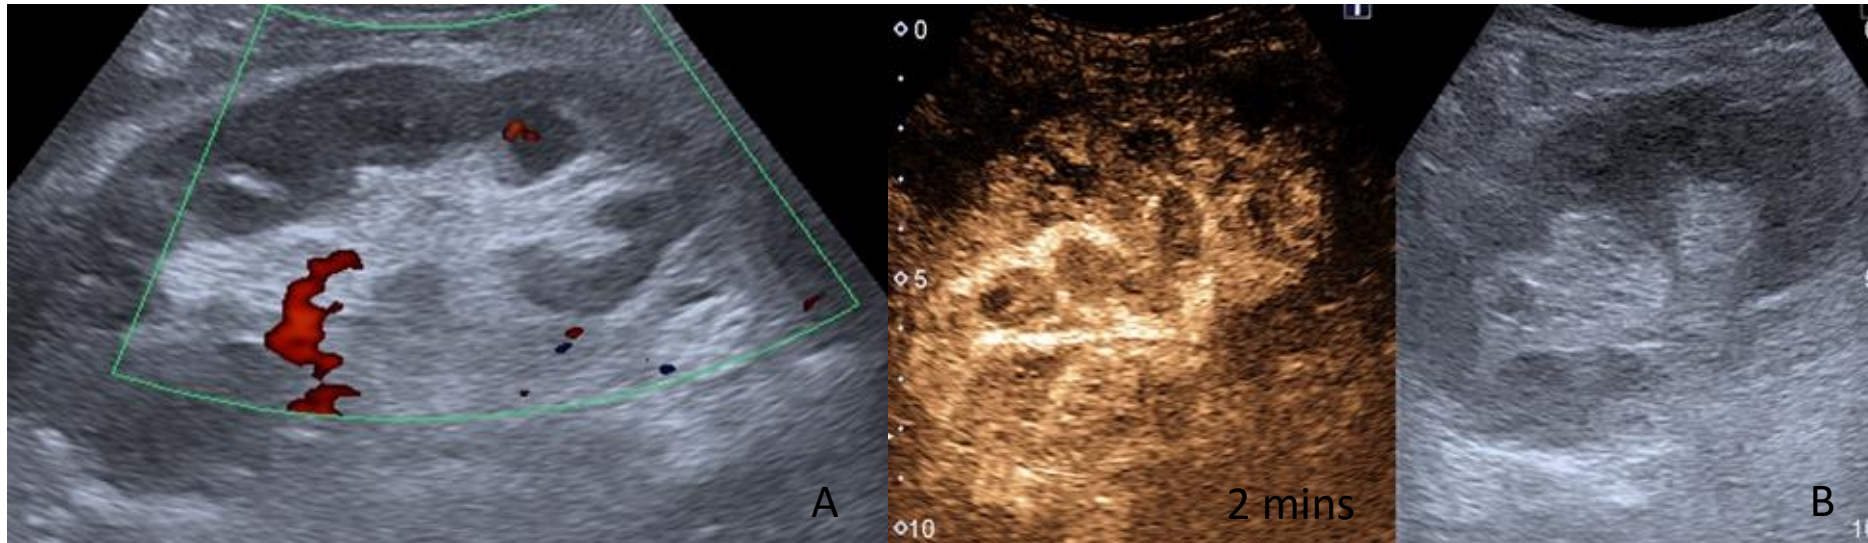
Hombre de 73 años con un trasplante renal. A. Ecografía doppler a los 3 días del trasplante, en la que se aprecia una disminución de la perfusión global del injerto. B. Ecografía con contraste. Vascularización con buena perfusión en la fase arterial, pero con retraso en en el nefrograma a los 2 min.
